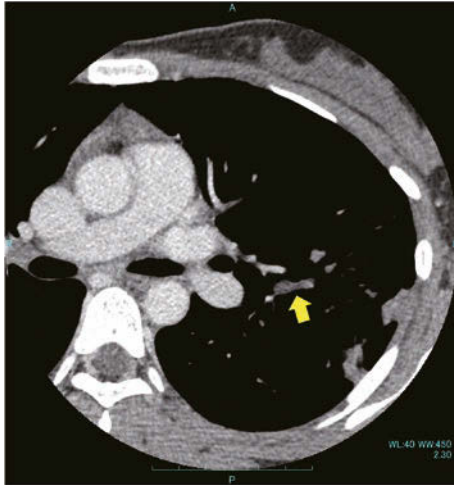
Contrast-enhanced chest CT showed a cylindrical structure (yellow arrow), thought to be a bronchus filled with mucus plugs, in the left upper lung lobe.
